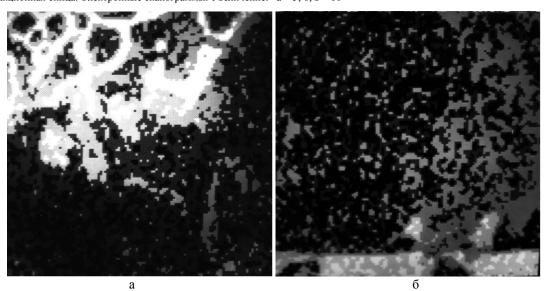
Новообразованные костные трабекулы в дистракционном диастазе между материнской костью свода черепа (a) и трансплантатом (б). 7 суток дистракции. Карта рентгеновского микроанализа. Увеличение 10
